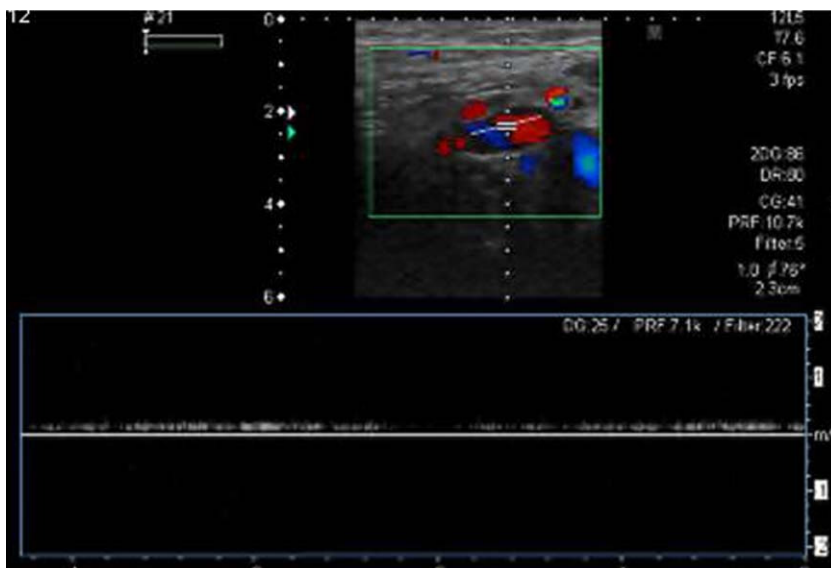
Doppler pulsado: el registro obtenido muestra una onda espectral monofásica característica de estructuras vasculares de naturaleza venosa.
